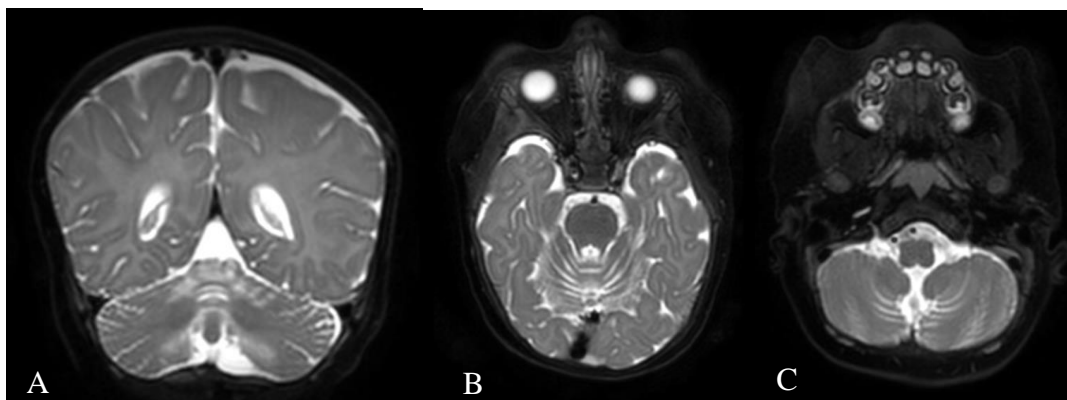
RM de crânio, caso 11.1. Imagens pesadas em T2, Coronal (A) e Axial (B e C), evidenciando redução volumétrica e hipersinal no vermis cerebelar superior e hemisférios cerebelares mediais inferiores e superiores
